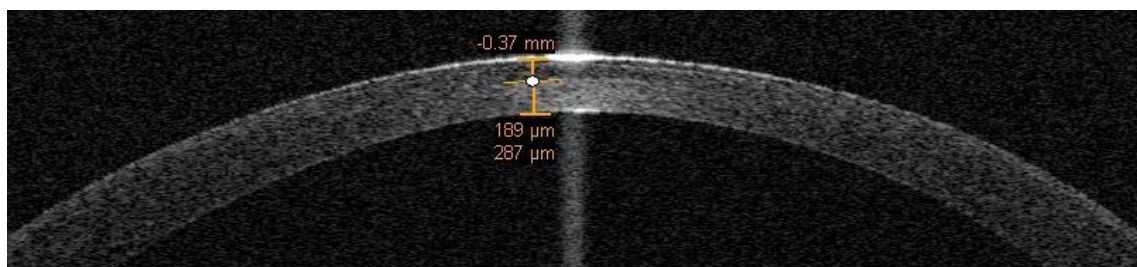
Tomografía de coherencia óptica de segmento anterior (Visante, Carl Zeiss Meditec, Inc., Dublin, CA) preoperatoria de la córnea. La interfase del flap se identifica con facilidad, por lo que es posible determinar el espesor del flap original.
